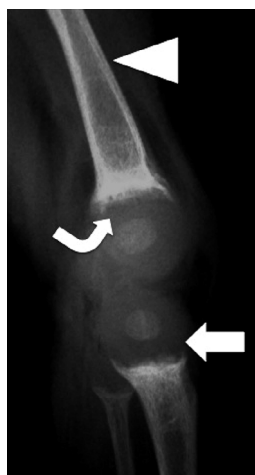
Radiografía lateral de rodilla. Se observa desmineralización del hueso con adelgazamiento del hueso cortical en la diáfisis (cabeza de flecha). Aumento de la distancia entre la metáfisis y la epífisis (flecha). Pérdida de la nitidez y definición de la línea metafisiaria distal con desflecamiento o "deshilachamiento" (flecha curva). Deformación del contorno de las metáfisis en forma de copa o cáliz.
